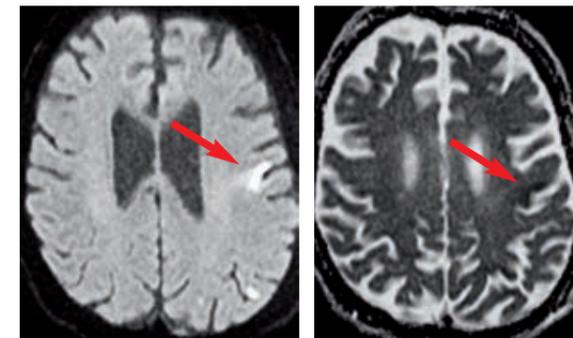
Cortikaler frischer Infarkt: hell in der FLAIR-Sequenz, dunkel im ADC-Bild (als Ausdruck der frühen Diffusionsstörung).
